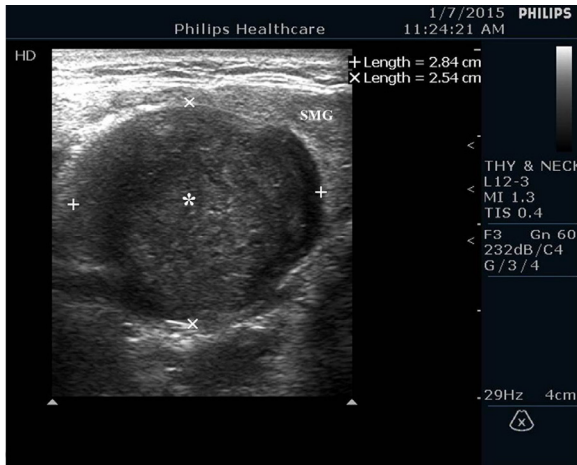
Ultrasonography shows a well-circumscribed, hypoechoic mass (asterisk) in the submandibular space. SMG: submandibular gland.
